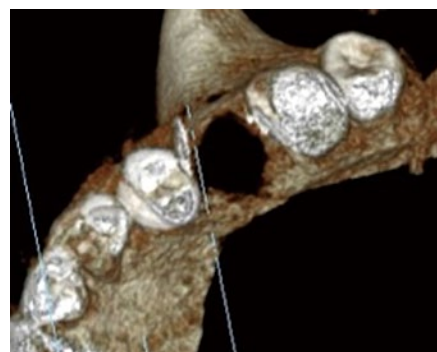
術前のCT3D画像。既存骨は1円玉程度の広範囲で失われており、上顎洞と交通している。この時点でインプラントの埋入を断念する術者も多いと思われる。
